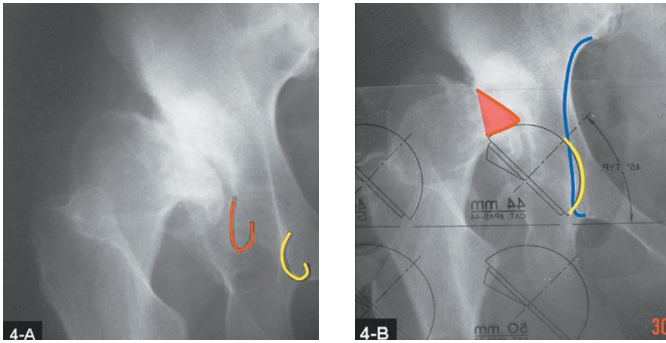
Radiografías preoperatorias con displasia acetabular de cadera tipo III según la clasificación de Crowe.
